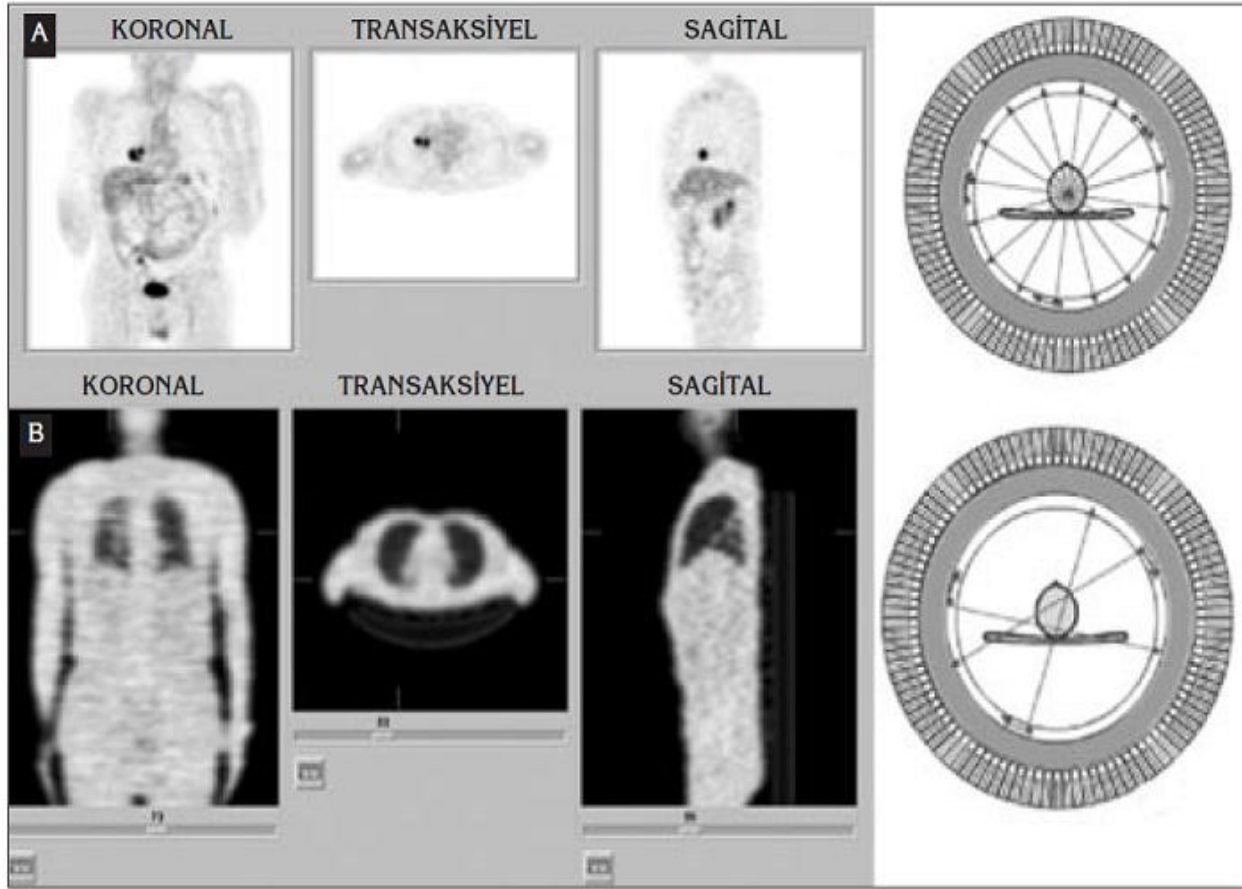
Foton çiftlerinin PET sistemlerindeki dedektör halkalarca algılanması
